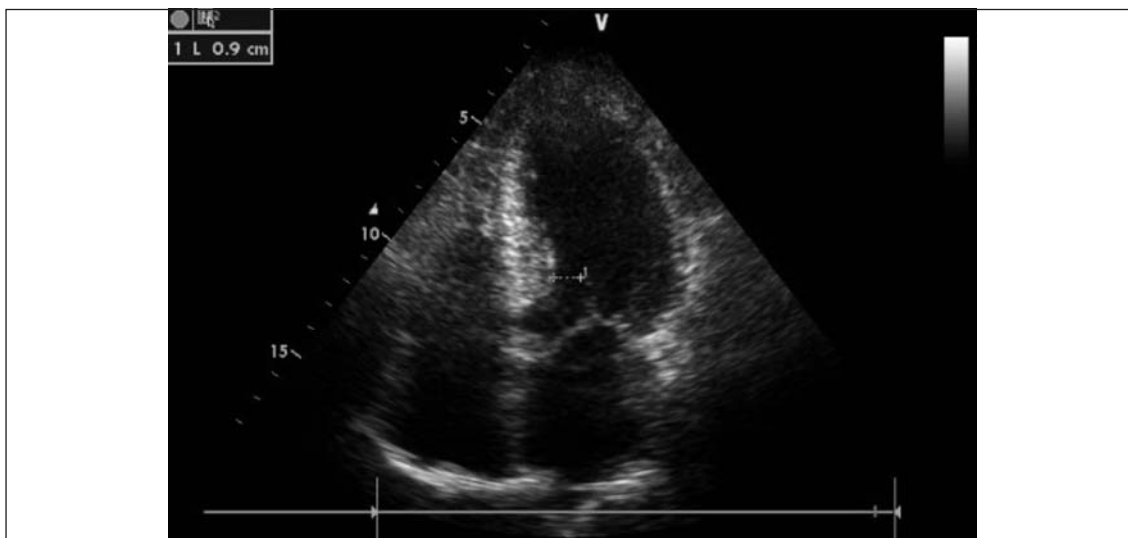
Ecocardiograma bidimensional postratamiento (vista de cuatro cámaras en sístole) que muestra la hipertrofia parietal asimétrica localizada en el septum basal y medio, con pared lateral de espesor muy levemente aumentado, y el movimiento anterior de la valva mayor de la mitral sin contacto septal, manteniendo con respecto a éste una distancia de 0,9 cm en su excursión máxima.
